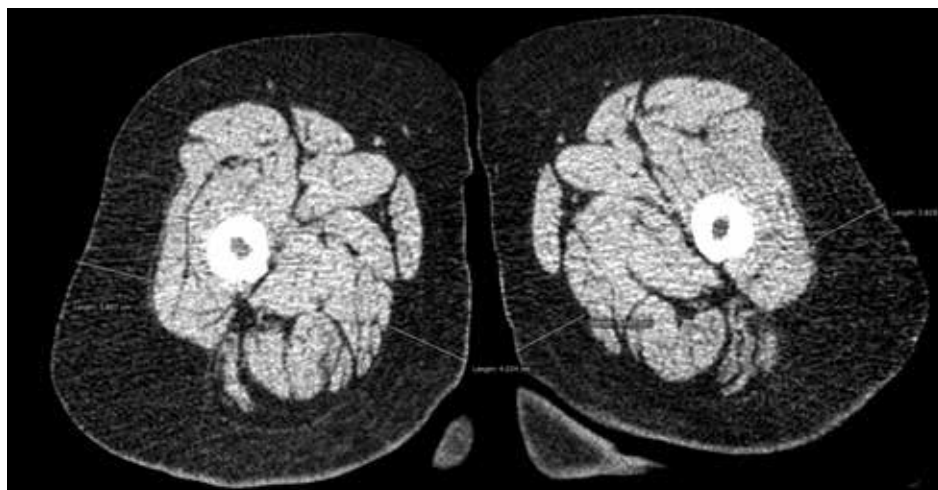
Компьютерная томограмма нижних конечностей на уровне средней трети голени. Аксиальная плоскость. Пациент с I стадией лимфатического отека. Подкожная жировая клетчатка утолщена с обеих сторон, структура ее гомогенная, фиброзных изменений не отмечается.
